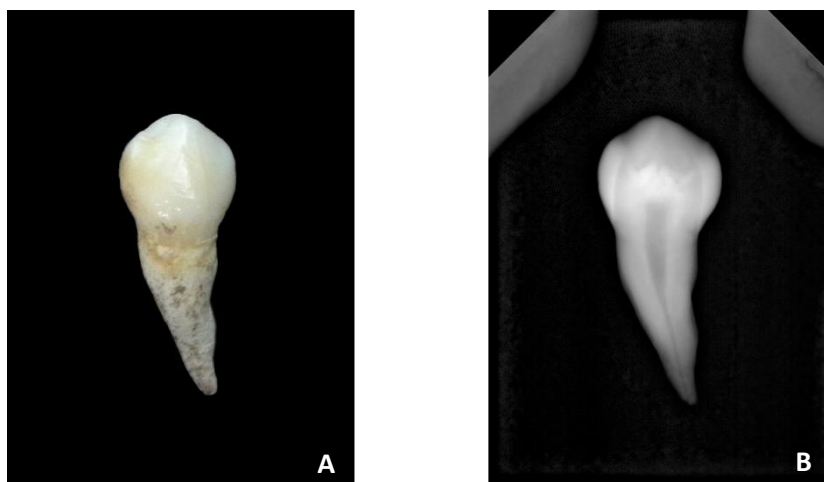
Canino superior direito (dente 13) do indivíduo 133 (PAVd'09). A – Fotografia evidenciando a sua forma peculiar (não se encontra em posição anatómica). B – Radiografia periapical labio-lingual com visibilidade da câmara polpar.
